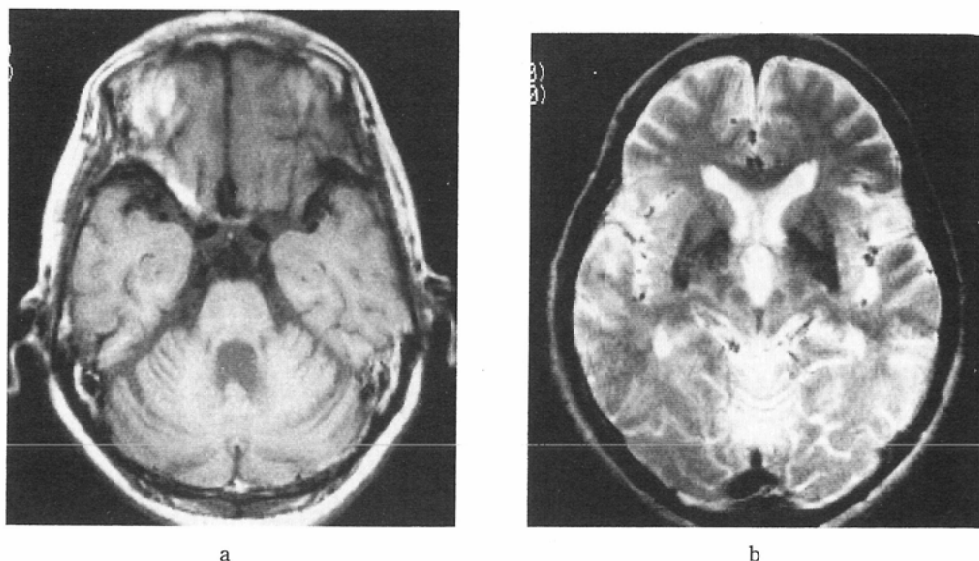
SND, 58-year-old female. a. T1-weighted image (SE 500/38). The brain stem and cerebellum are moderately atrophied. b. T2-weighted image (SE 1800/100). The putamen shows hypointensity bilaterally which is prominent in its posterolateral part.
